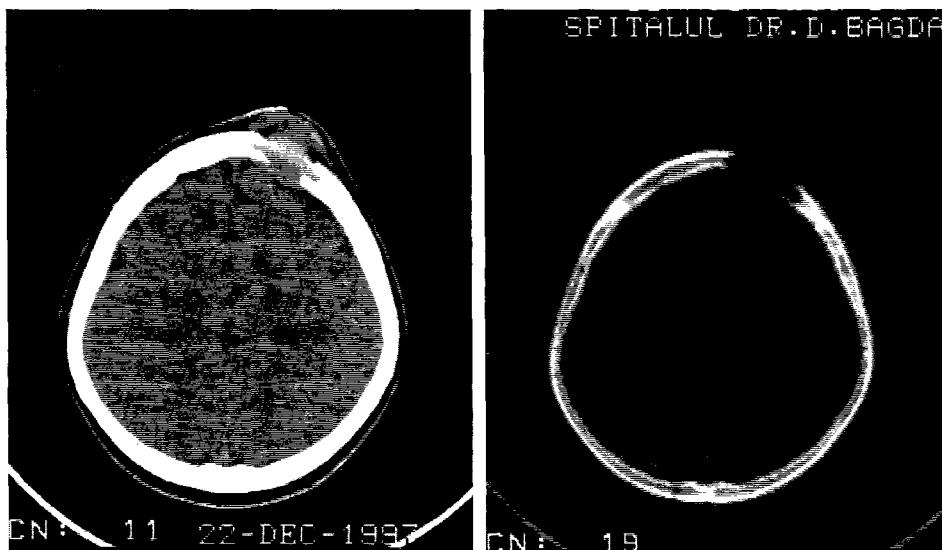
2. 1a, 3. 2. 1b. Aspect CT de granulom eozinofil, examen cu contrast și fereastră osoasă.
